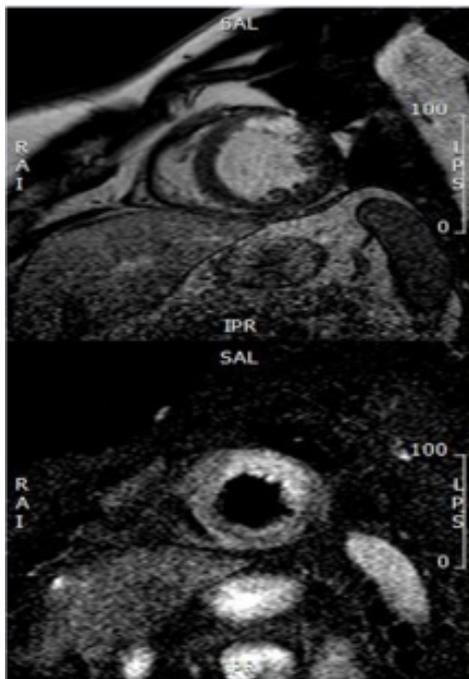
Resonancia magnética cardíaca, eje corto segmento medio, secuencia realce tardío y secuencia ponderada en T2 edema.
